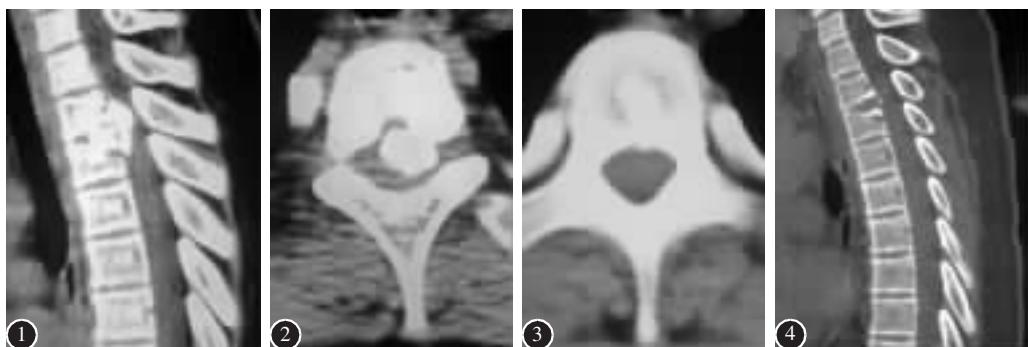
CT三维重建示T2/3椎间盘钙化,钙化物分成两部分,一部分突入椎管内,另一部分位于T2/3椎间隙中
